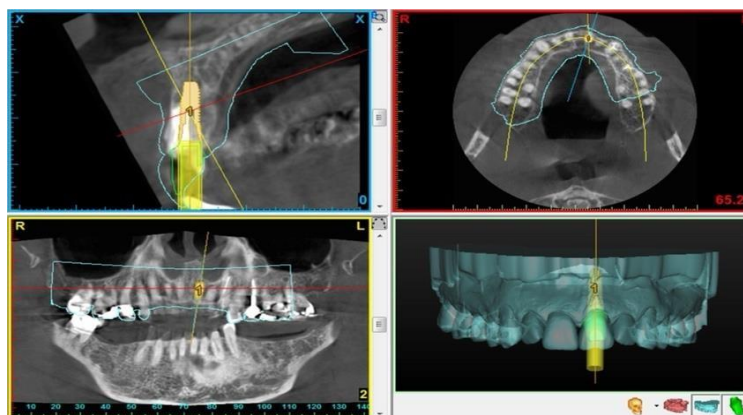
Imagem radiográfica demonstrativa em que o *software* de planeamento combina a radiografia pré-operatória com a localização final do dente e o exame CBCT. Adaptado de (Ludlow & Renne, 2017).
